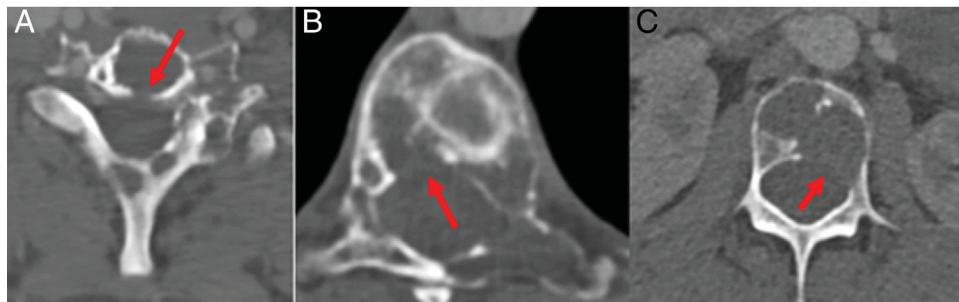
TC con ventana de hueso de columna cervical, dorsal y lumbar. Múltiples lesiones líticas con destrucción de la cortical ósea (flechas). A) En el margen posterior del cuerpo vertebral C6. B) En el margen posterolateral derecho del cuerpo vertebral T8. C) En el margen posterolateral izquierdo del cuerpo vertebral L3.
